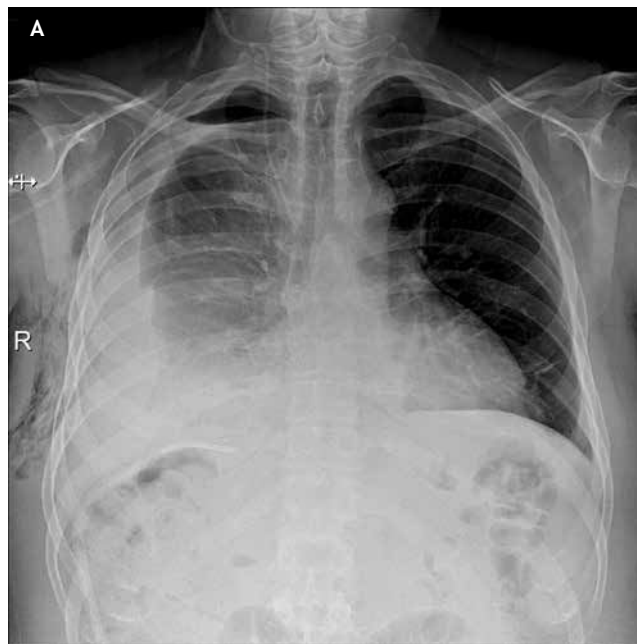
Estudios de imagen realizados una semana posterior a resección hepática derecha. A) Radiografía simple de tórax con opacificación de base pulmonar derecha. B) Tomografía simple mostrando líquido libre en base pulmonar derecha y colección subdiafragmática. Se sospecha de fístula biliobronquial.
